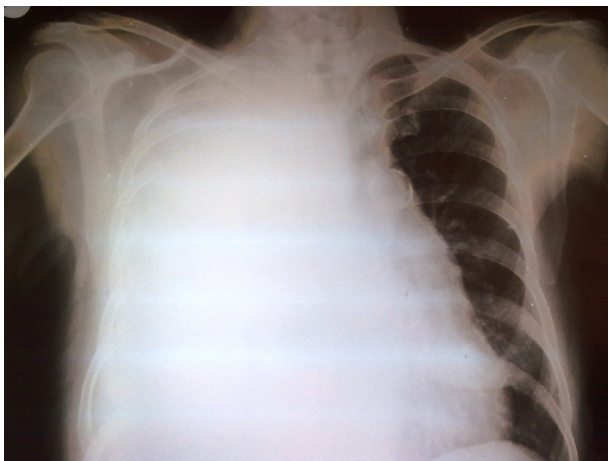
Radiografía de tórax postero-anterior que muestra gran opacidad homogénea en hemitórax derecho, que desplaza el mediastino hacia la izquierda.
